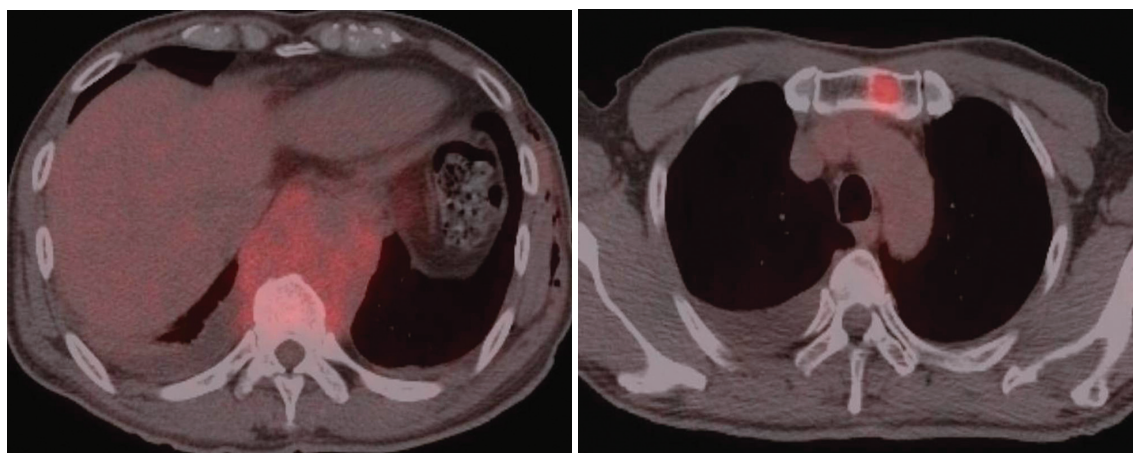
PET-CT scan in 67-year-old man with multiple solitary plasmacytomas. PET-CT scan shows ^{18}F -FDG hot uptake in the posterior mediastinum (maxSUV 4.6), T10 vertebral body (maxSUV 3.9) and sternal mass (maxSUV 4.4). It also shows hot uptake in the T8 (maxSUV 5.7) and L3 (maxSUV 3.8) vertebrae (not shown).
